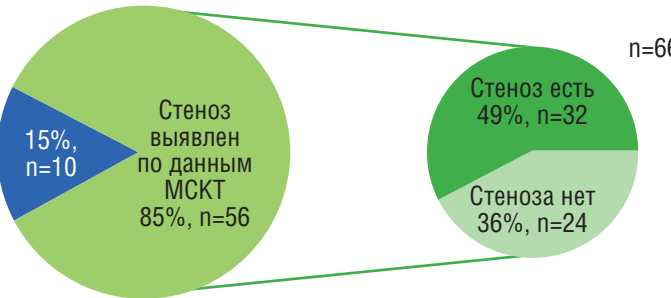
Соотношение пациентов с наличием гемодинамически значимого стеноза по данным МСКТ-ангиографии почечных артерий с наличием стеноза по данным количественной ангиографии [составлено авторами]
